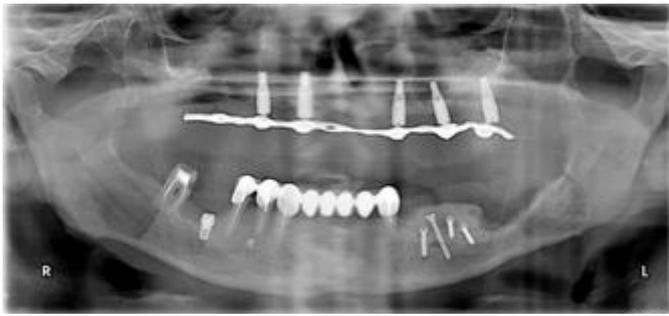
Ортопантомограмма 3-пациента после операции. Результаты: С 2019 г. по 2020 г. в отделении ПХС ТГСИ выполнено 15 операций на верхней челюсти с использованием костного блока из ретромолярной области нижней челюсти и 20 операций на нижней челюсти с костным ауто трансплантатом с подбородка. Во всех клинических ситуациях была достигнута возможность постановки дентальных имплантатов.
